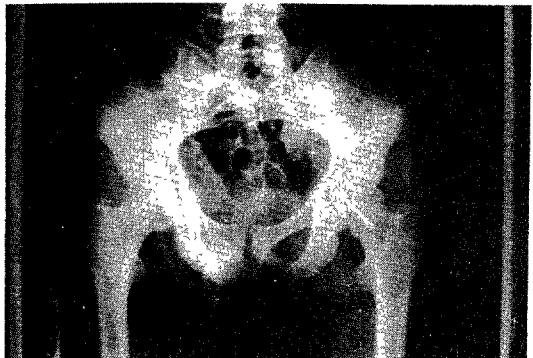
Postoperative X-ray film.
